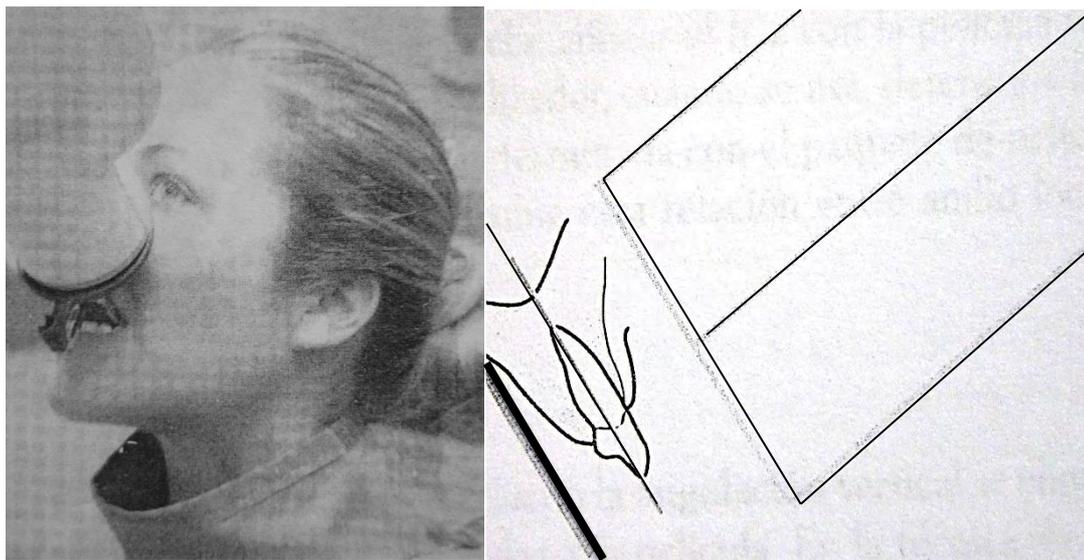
Toma de radiografía en caninos superiores.
